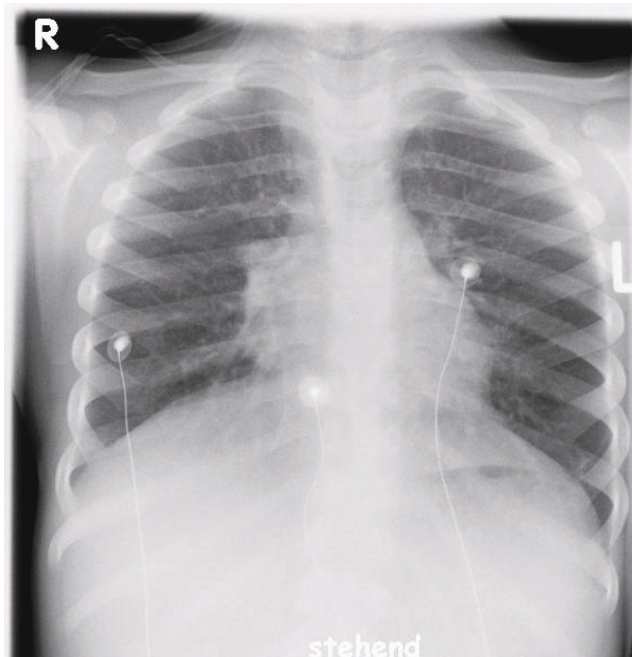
Röntgenaufnahme p. a. eines 4-jährigen Patienten mit akuter Mykoplasmenpneumonie (bei Aufnahme)
